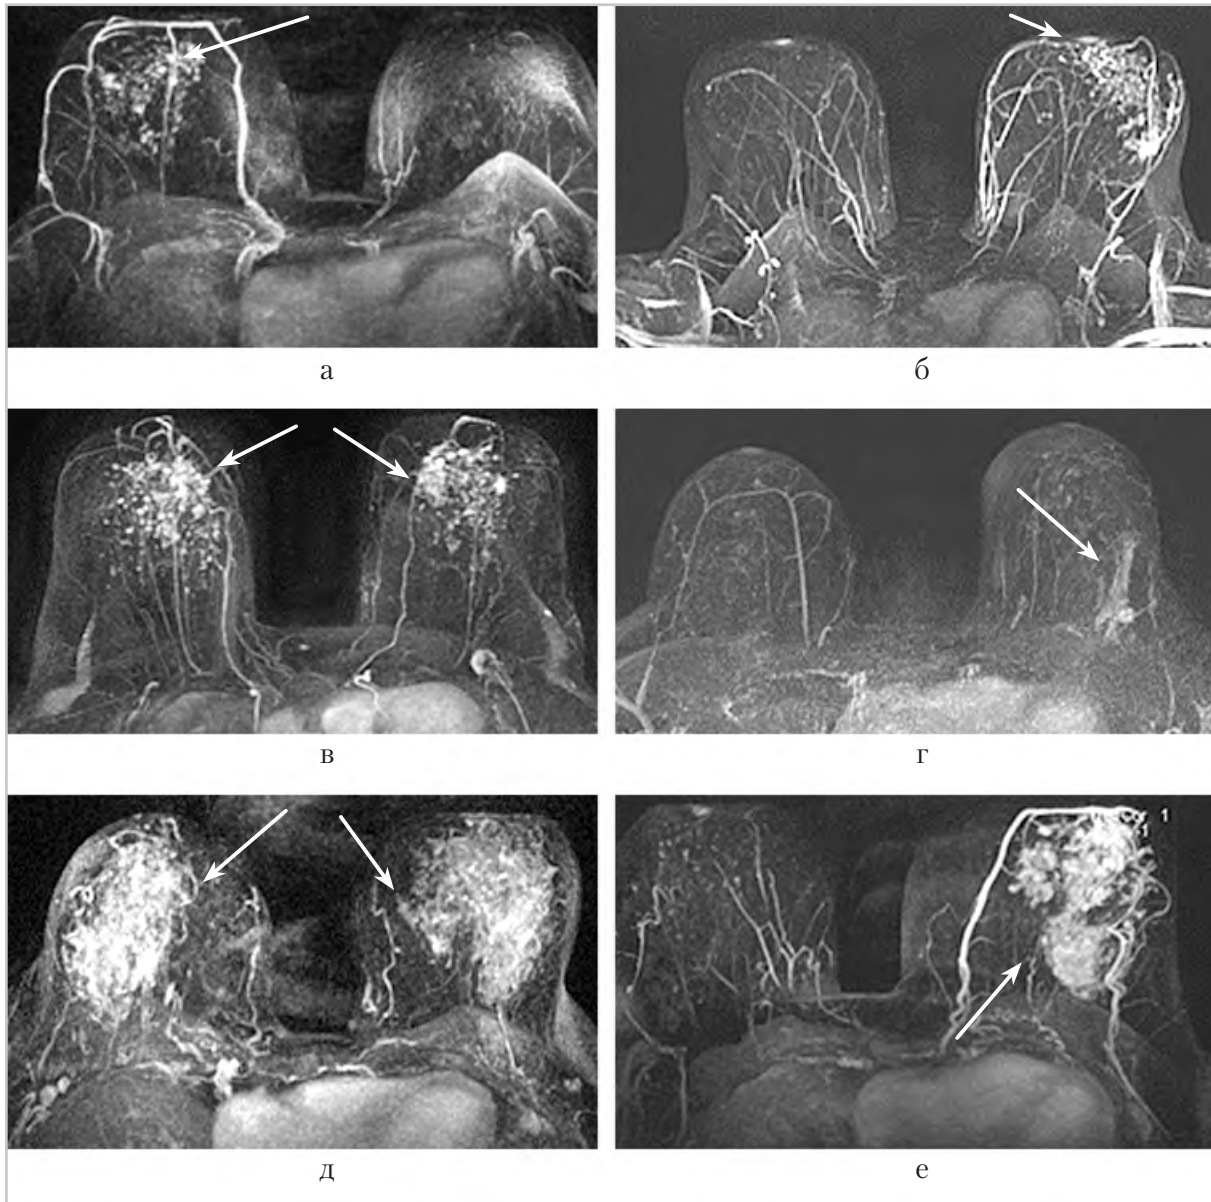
МР-томограммы: МIP-реконструкции. Типы зон контрастирования (отмечены стрелками), а — точечные; б, в — мелкоочаговые, сетчатые; д, е — сливные (по типу «бульжной мостовой»), усиление сосудистой сети вокруг патологических зон (отмечено пунктирной стрелкой); г — линейная; в, д — билатеральное поражение
